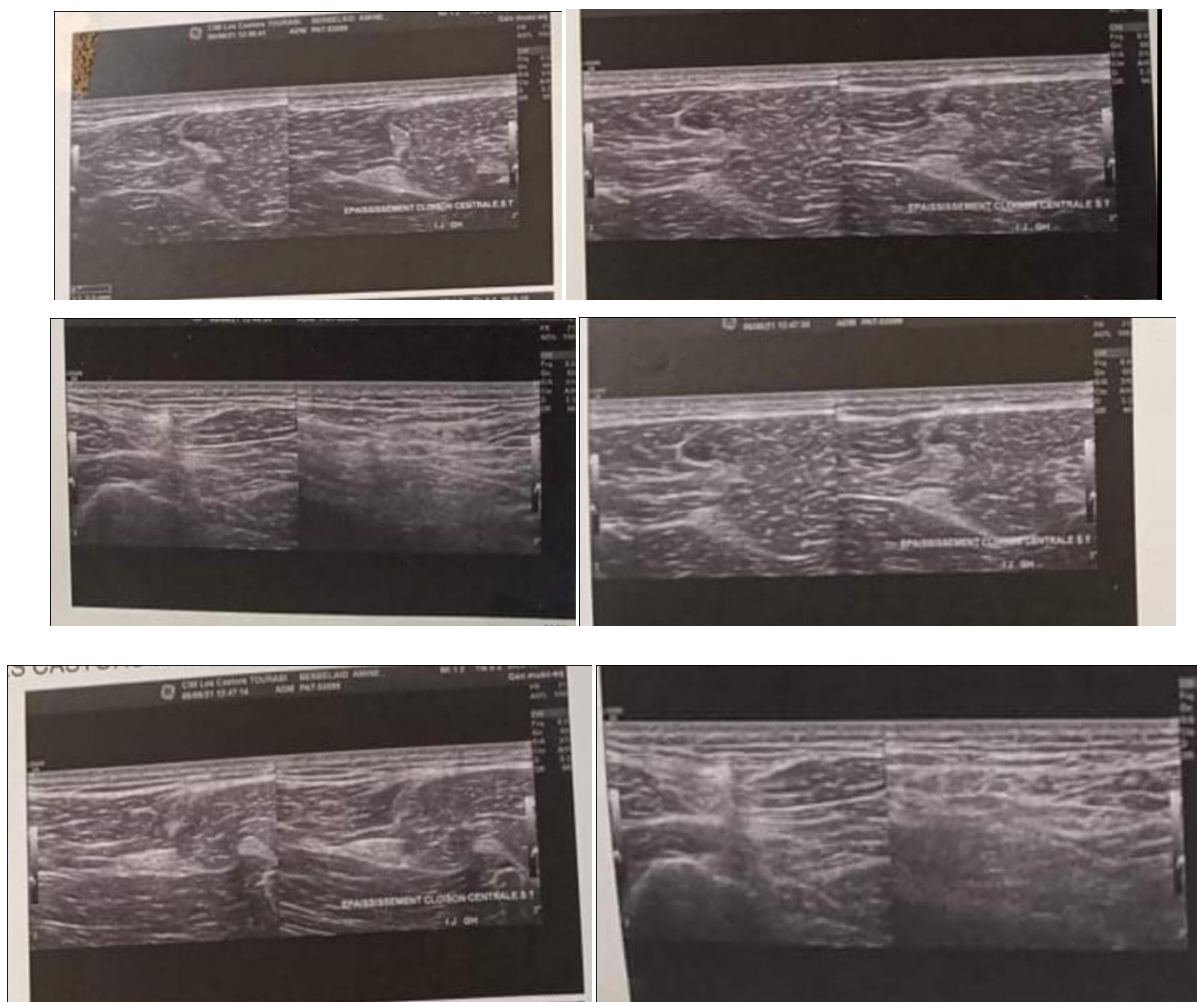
échographie du sportif 03.
